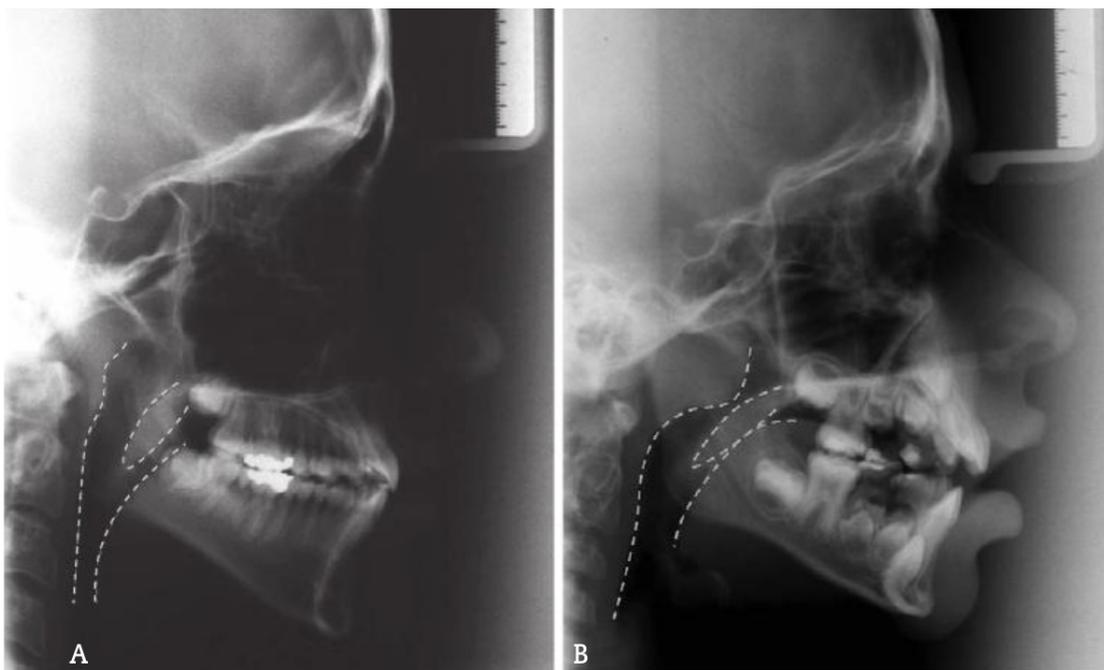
Radiografías laterales de las vías superiores y sus características esqueléticas de un respirador bucal. A, Nasofaringe normal. B, Nasofaringe estrecha por hipertrofia de las amígdalas faríngeas.¹⁵
